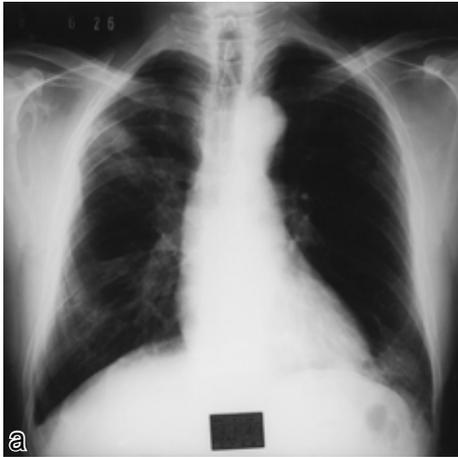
Chest X-ray film obtained on admission ( June 24, 1996 ) showing infiltrative shadows in the right upper lobe and left lower lobe ( Patient 1 )
